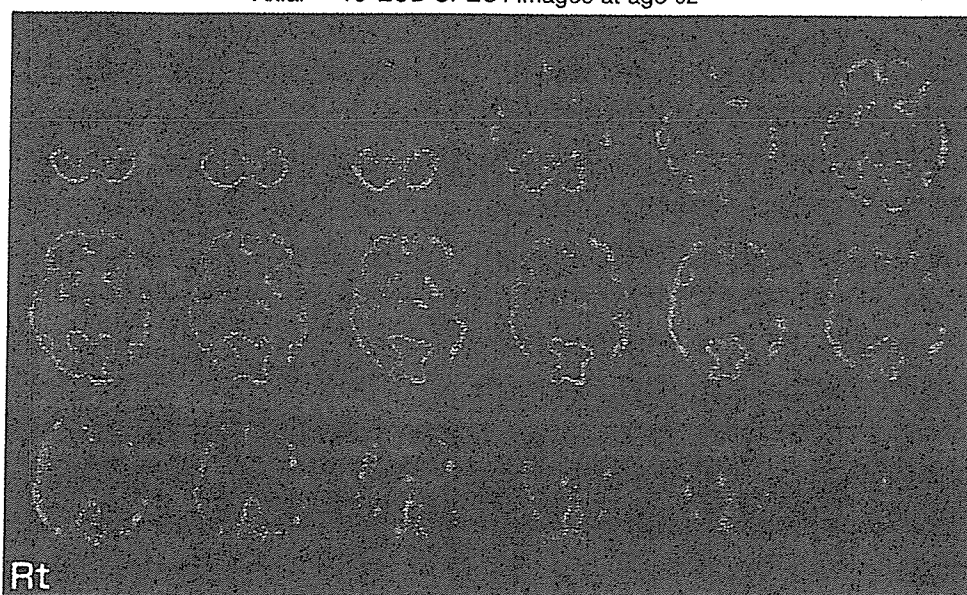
症例1の画像所見：脳血流 SPECT (^{99m}Tc-ECD) 水平断
